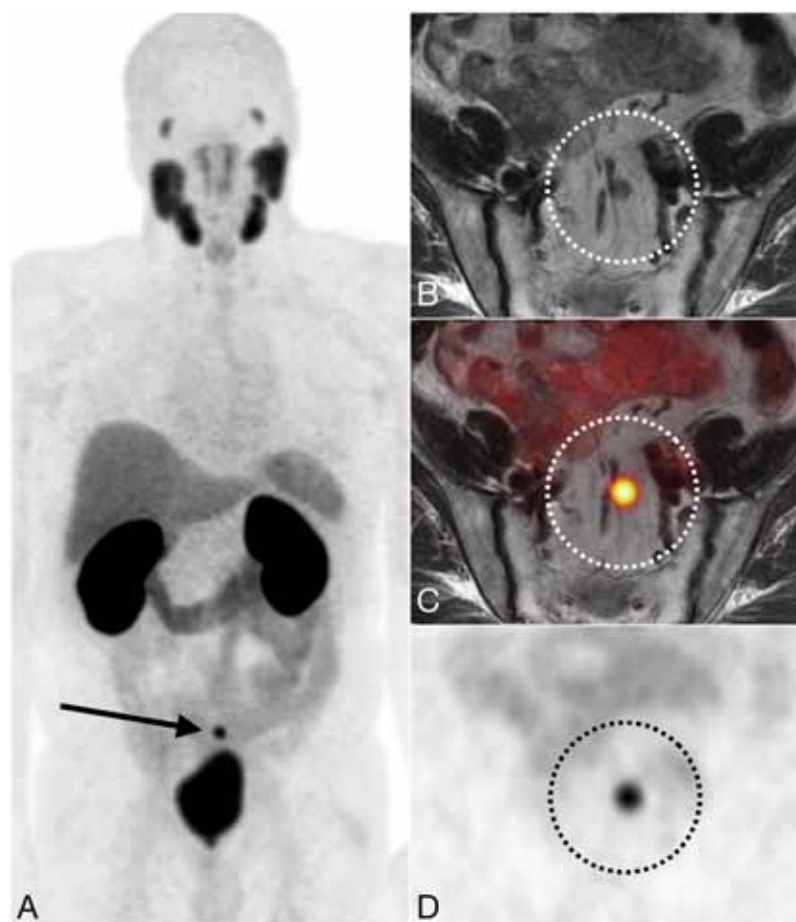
Homem de 75 anos com PSA 0,5 submetido a imagem após um tumor Gleason 4+4 foi encontrado na peça da prostatectomia radical. PET-TC/RM demonstrou uma metástase nodal solitária. A - Projeção de Máximaintensidade do corpo inteiro mostra uma captação focal (seta escura). B, C, D - Imagens axiais mostram captação focal em nódulo de 9 mm (círculo tracejado).
